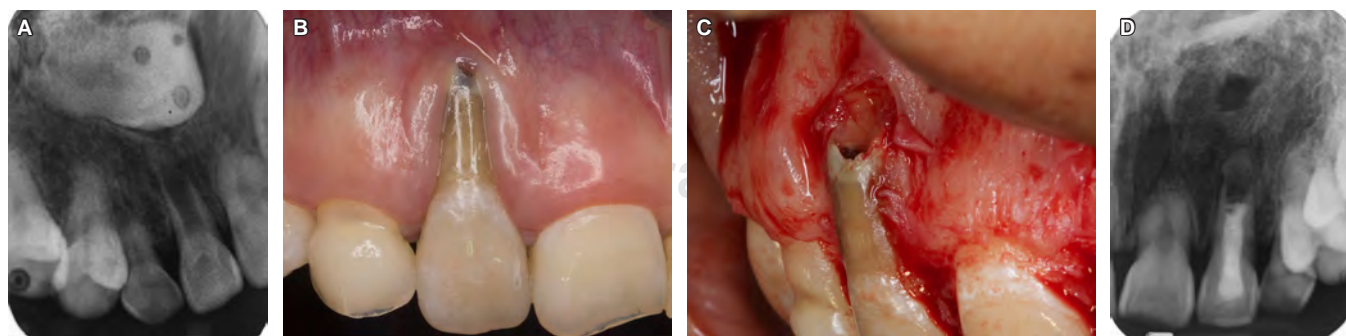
A) Radiografía periapical preoperatoria. B) Resultados de la fase I periodontal. C) Procedimiento quirúrgico para la eliminación de canino retenido y apreciación del ápice inmaduro. D) Radiografía final del tratamiento de conductos.
